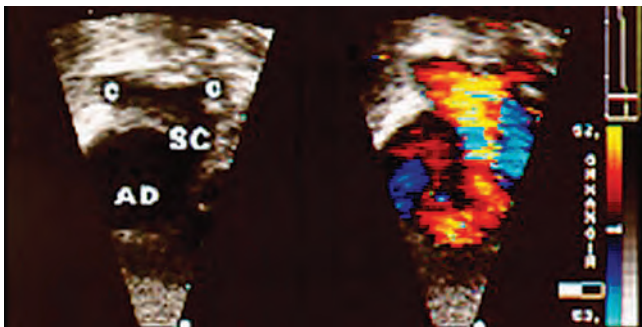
Ecocardiograma bidimensional y color de la conexión anómala a seno coronario (SC) dilatado; colector (C) que llega al atrio derecho igualmente dilatado.
